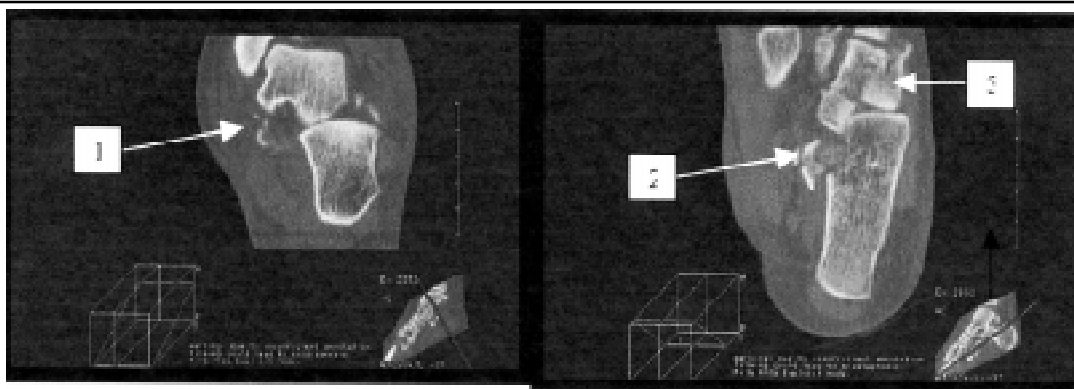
A et B : Luxation antéro-latérale du calcaneus, fracture du *sustentaculum tali* (1), fracture du tubercule antéro-latéral du talus (2) et fracture du cuboïde (3) sont visualisées sur la TDM du pied gauche.
